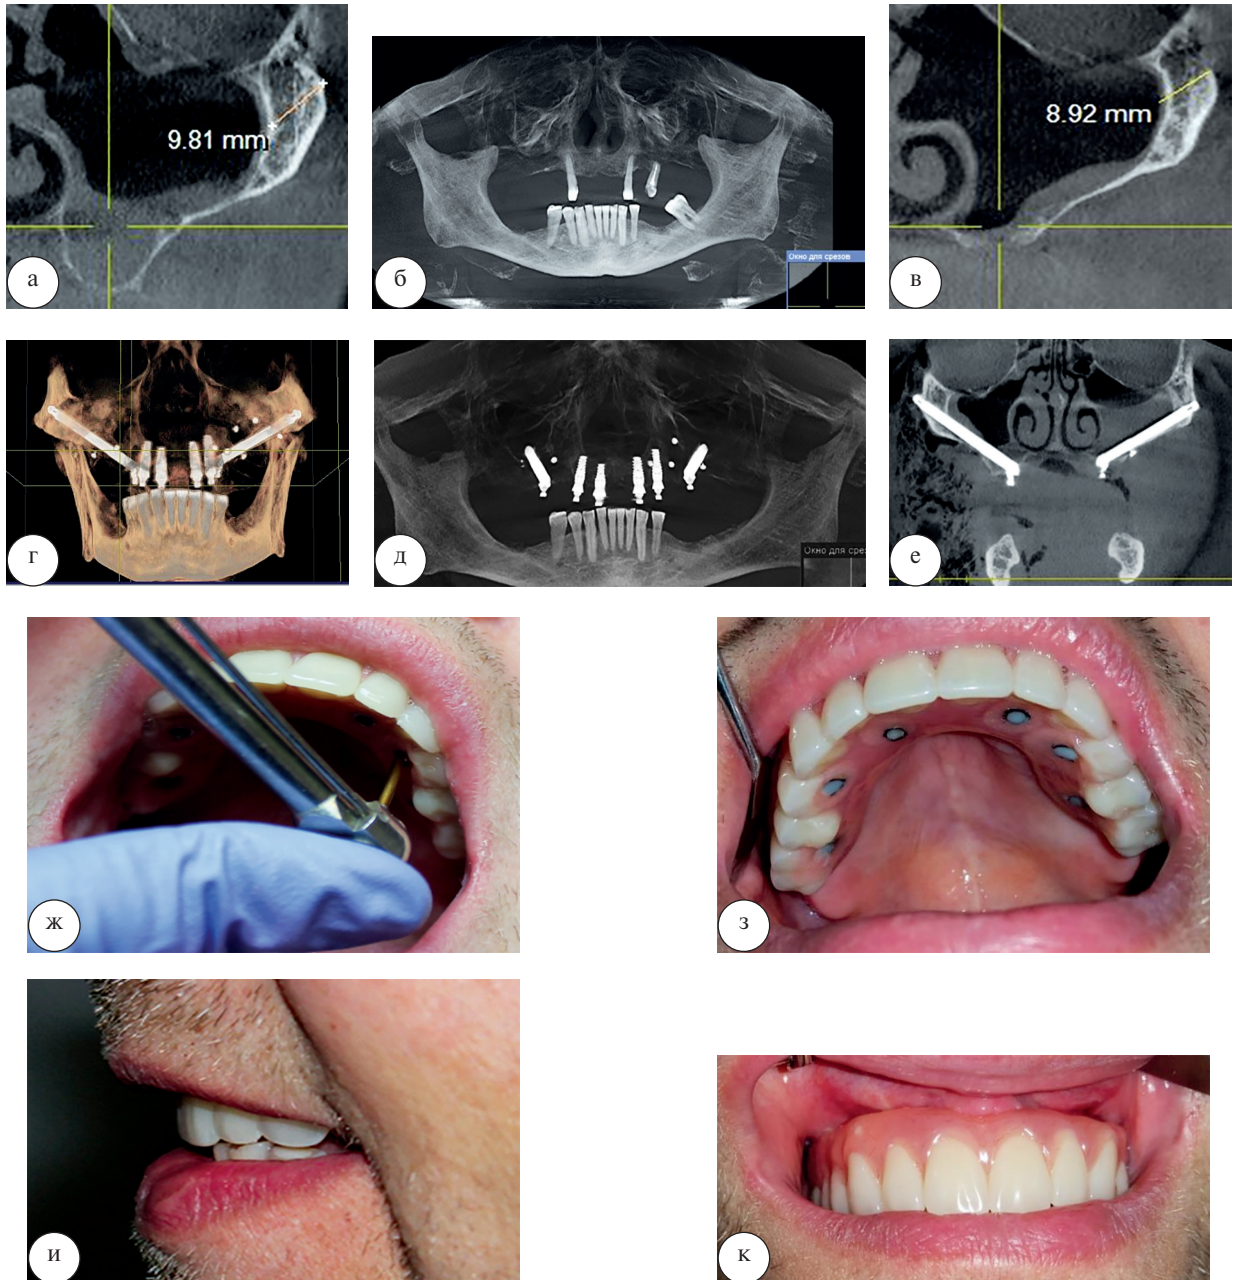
Стоматологическая реабилитация пациента X. 58 лет с использованием скуловых имплантатов: а, б, в – срезы компьютерной томограммы до начала лечения; г, д, е – срезы компьютерной томограммы после лечения; ж – фиксация условно-съёмного протеза в полости рта через 24 часа после операции; з – вид ортопедической конструкции в полости рта; и, к – контрольный осмотр через 2 года после завершения лечения
